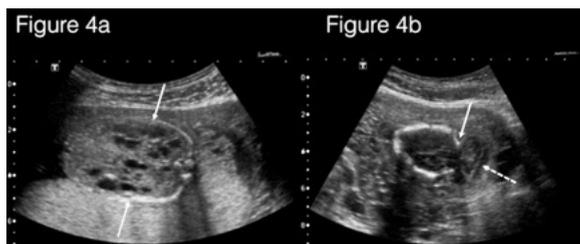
Échographie de routine du 2e trimestre. La figure 4a démontre des reins augmentés de taille contenant de multiples kystes (flèches pleines). La figure 4b montre une discontinuité de l'os occipital (flèche pleine) avec herniation postérieure du contenu intra-crânien (flèche pointillée), appelé encéphalocèle occipitale. À noter l'absence de liquide amniotique. Cette condition appelée syndrome de Meckel-Gruber constitue un exemple d'anomalies fœtales diagnostiquées souvent fortuitement.
